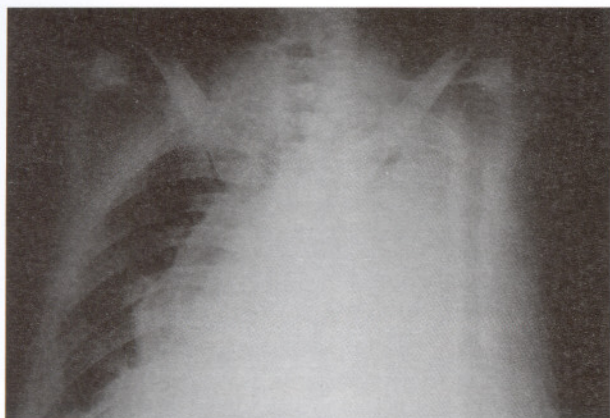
Radiografia do tórax (PA) – Derrame pleural extenso ocupando todo o hemitórax esquerdo.
